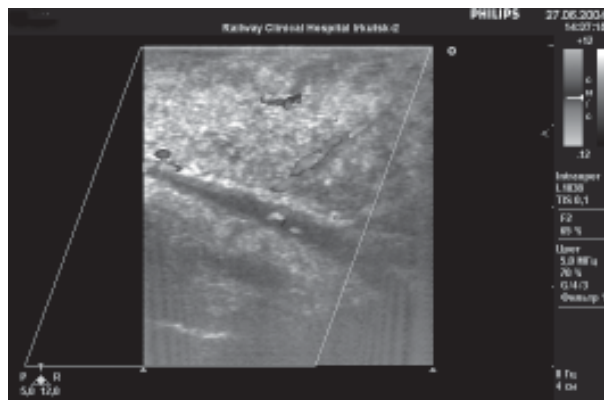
ИОУЗИ. Преобладание артериального кровотока в теле-хвосте поджелудочной железы.
